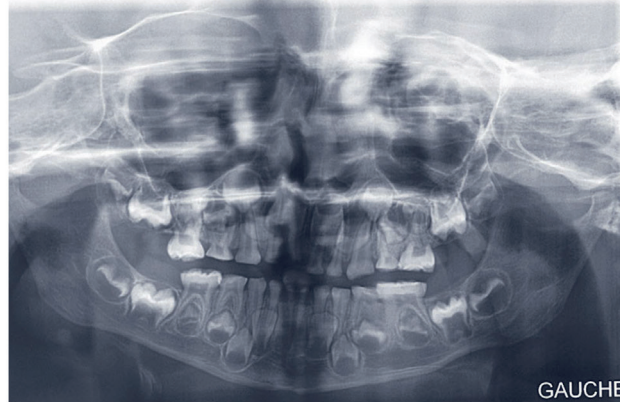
Aspect radiographique d'une dentinogénèse imparfaite [collection personnelle]
